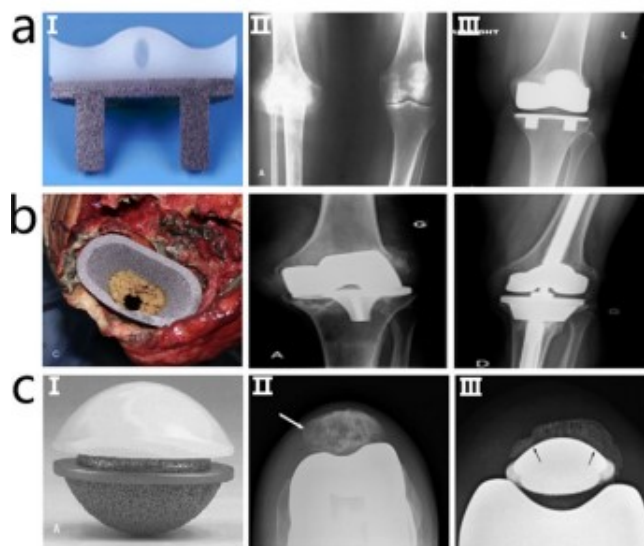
Protesi ortopediche per il ginocchio con radiografia pre e post operazione: a) componenti tibiali, b) componenti per la metafisi e c) componenti per la rotula.
